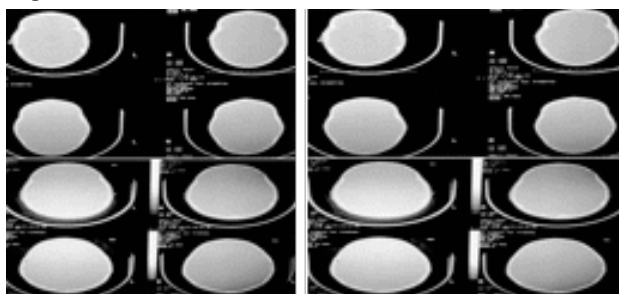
3D CT scan in case of scaphocephaly a (left) - Preoperatively and b (right) - postoperatively. From the personal collection of Prof. AV. Ciurea
